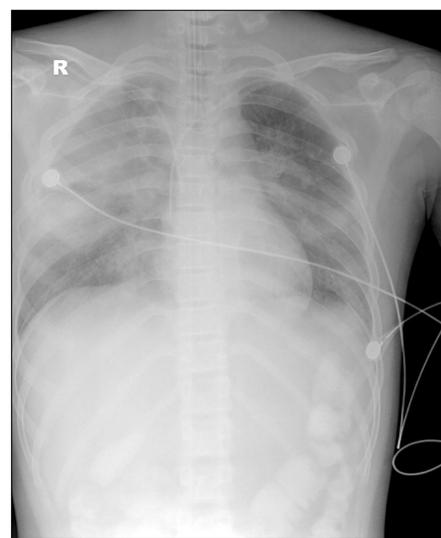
Chest X-ray after nitric oxide supply.
